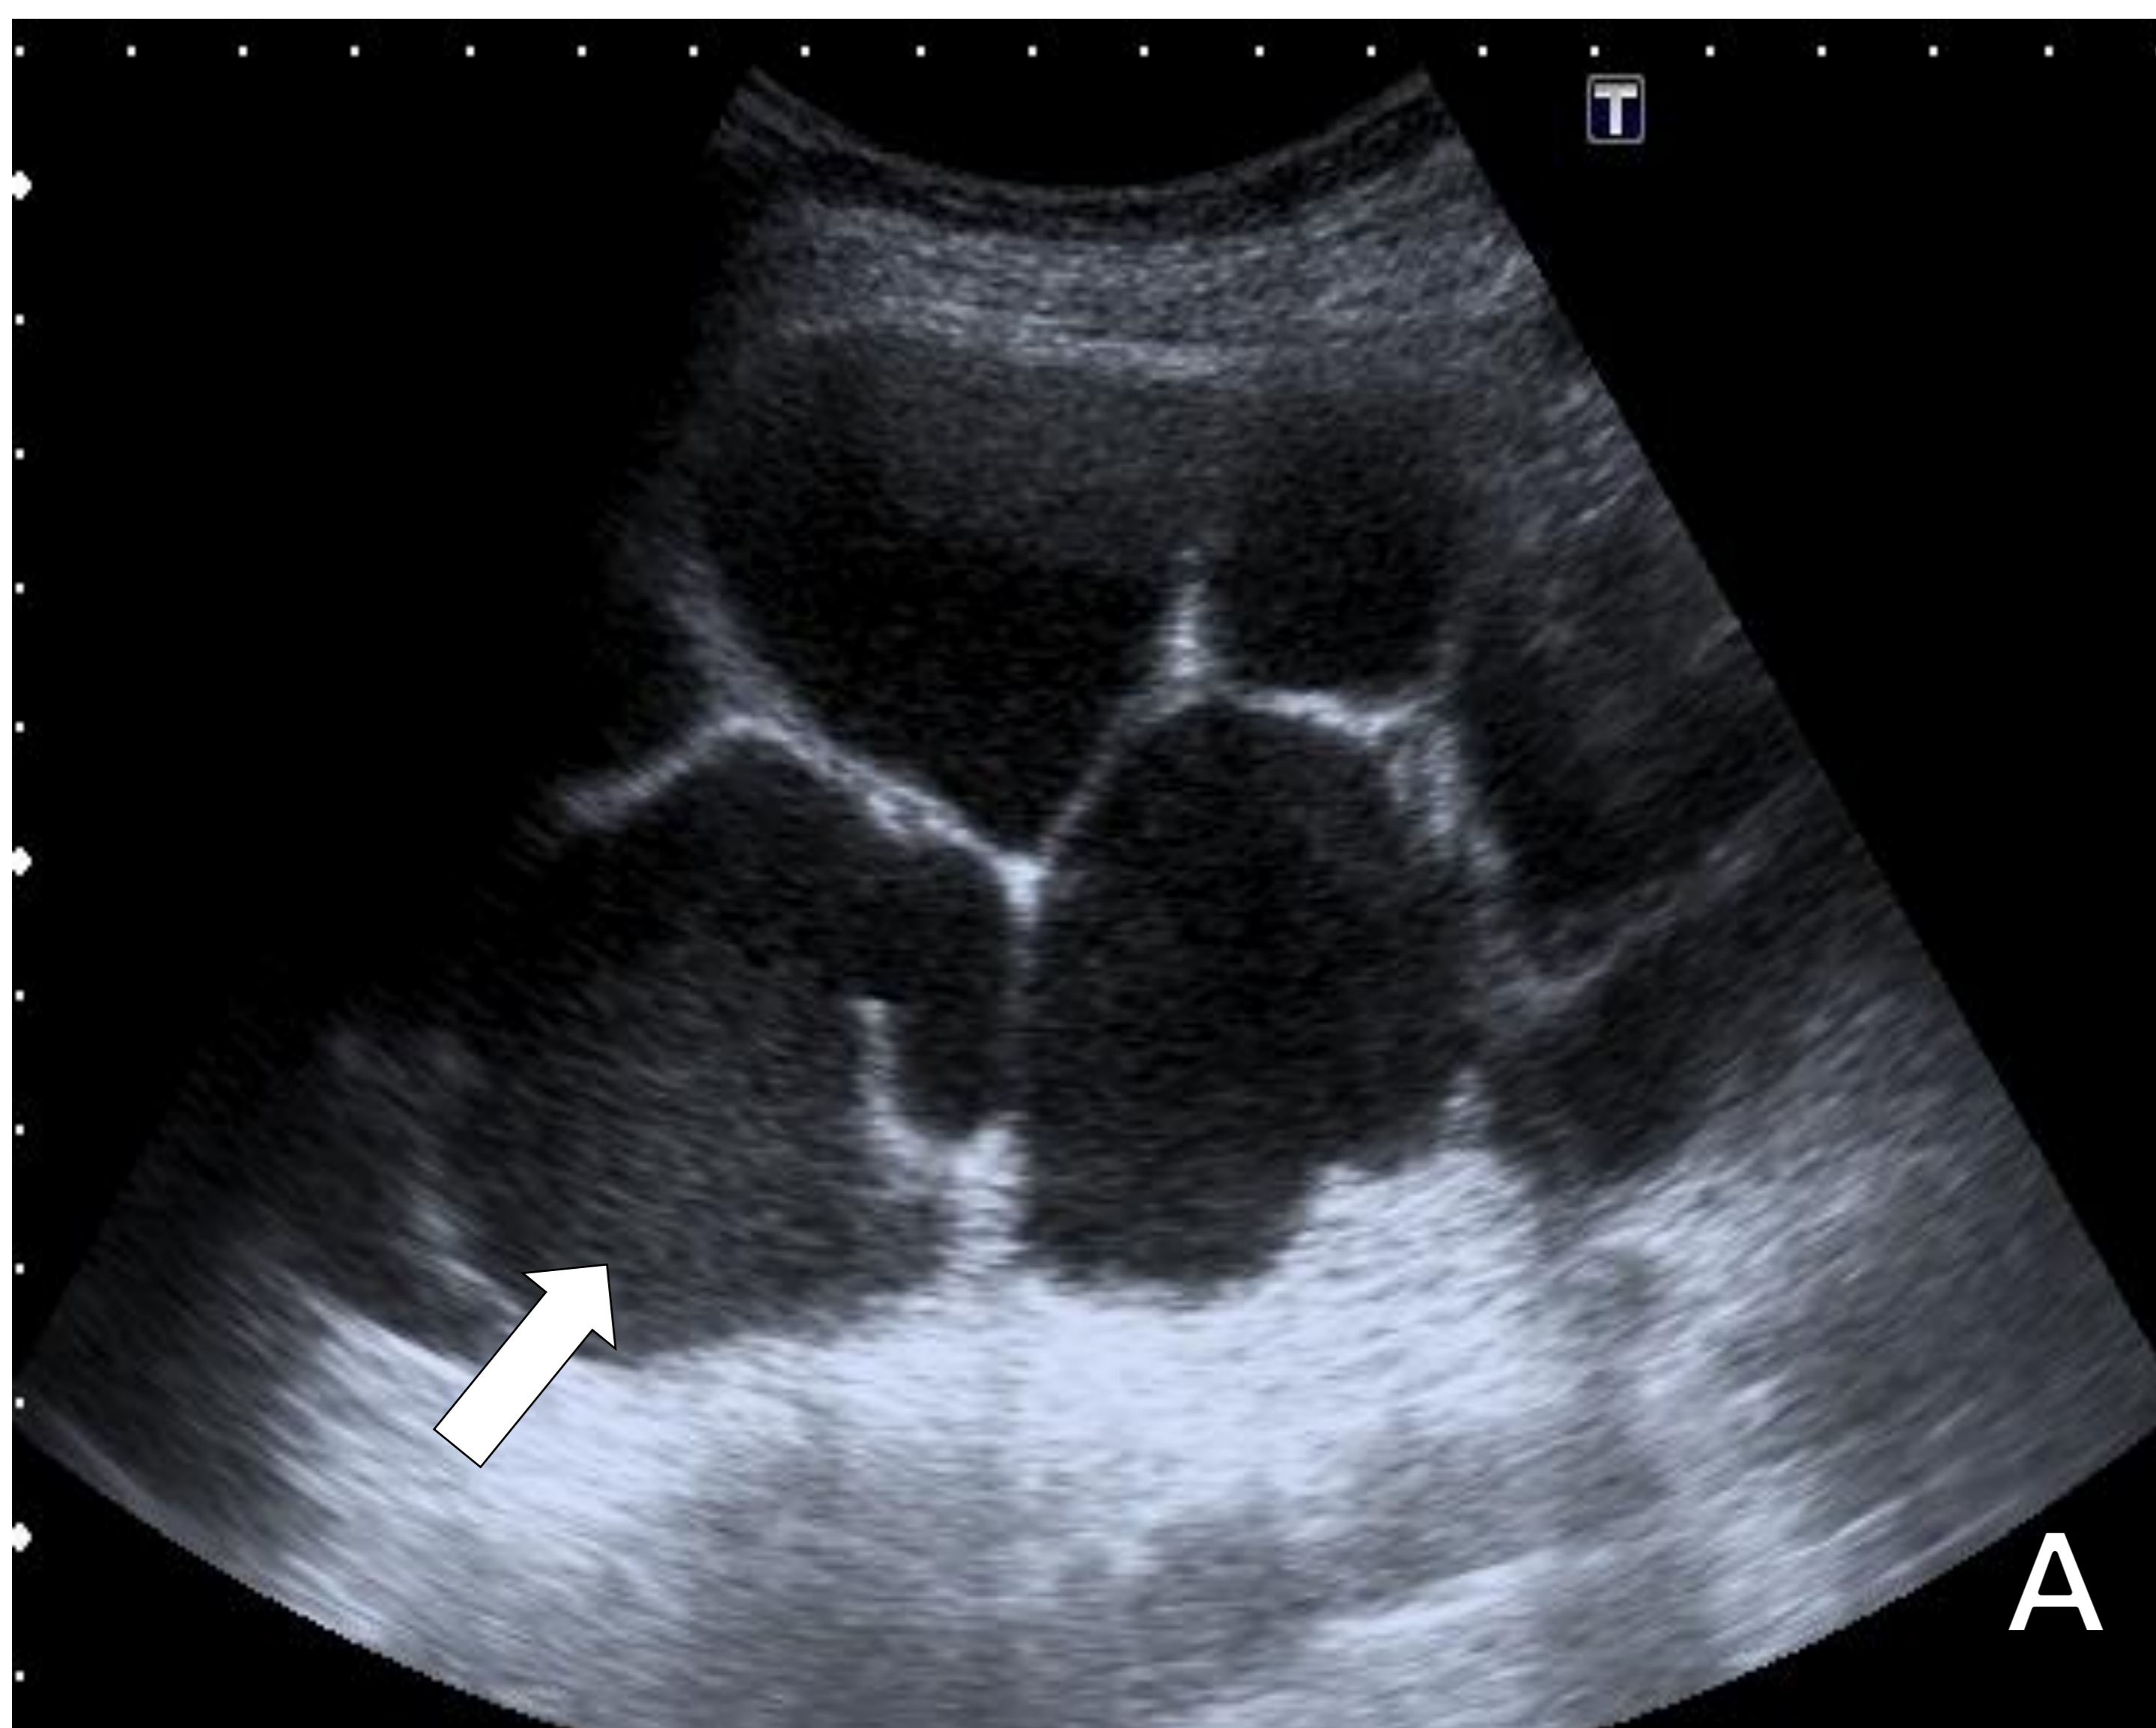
Pionefrosis. Ecografía con sonda convexa (A) y TC abdominopélvica tras la administración de contraste intravenoso (fase venosa), reconstrucción coronal (B). En ecografía (A) se identifica dilatación del sistema pielocalicial izquierdo y material ecogénico en el sistema colector (flecha). En la TC (B) se observa un riñón izquierdo muy aumentado de tamaño, con dilatación del sistema colector.
